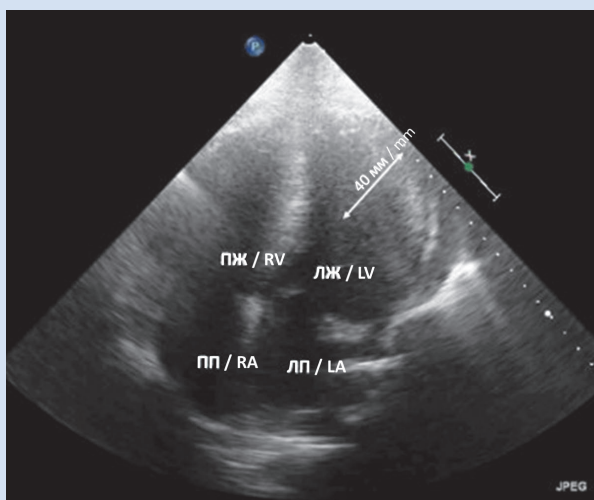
Эхокардиография. Стрелкой указан размер гипертрофии стенки левого желудочка
